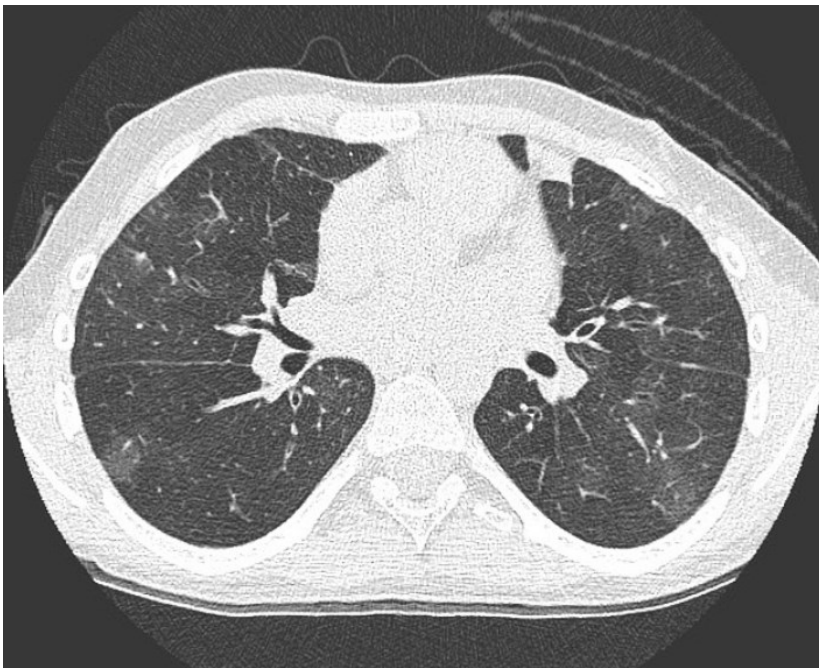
Segni indiretti di interessamento delle piccole vie. Rappresentazione di "mosaic attenuation" e "air trapping" in una HRCT in espirazione di paziente affetto da BOS.
